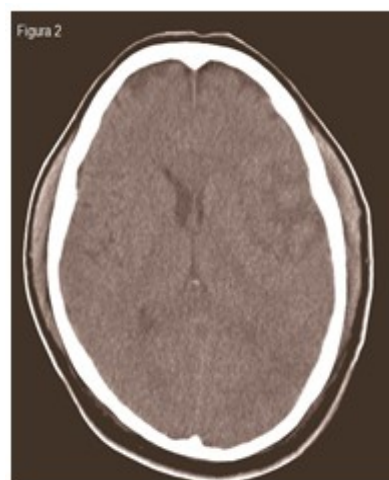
TAC de cráneo simple sin contraste
